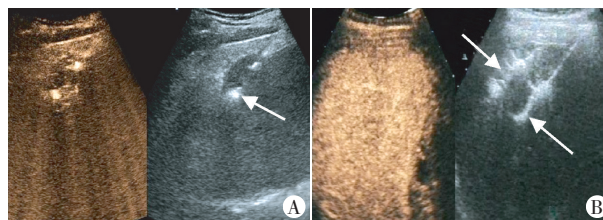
A: M-RFA 组超声造影引导治疗, 箭头示一根电极针插入肿瘤中心位置; B: No-touch RFA 组超声造影引导治疗, 箭头示两根电极针分别置于肿瘤边缘位置
